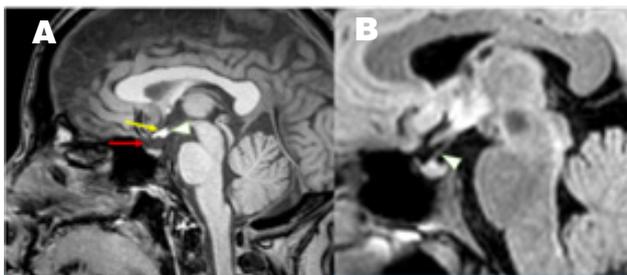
a) Resonancia magnética T1, corte sagital neurohipófisis ectópica (cabeza de flecha) que se ubica a nivel del tuber cinerum (flecha amarilla), y adenohipófisis (flecha amarilla). b) Resonancia magnética T2 FLAIR, corte sagital donde se evidencia un tallo hipofisario adelgazado (cabeza de flecha 1.2 mm).
